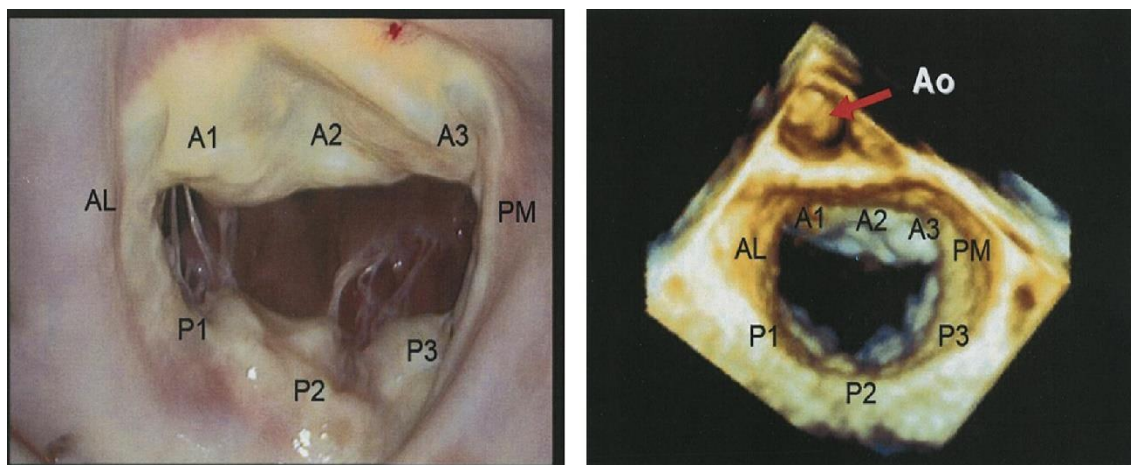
Vista operatória (esquerda) e imagem obtida com ecocardiograma transesofágico 3D em tempo real (direita).
